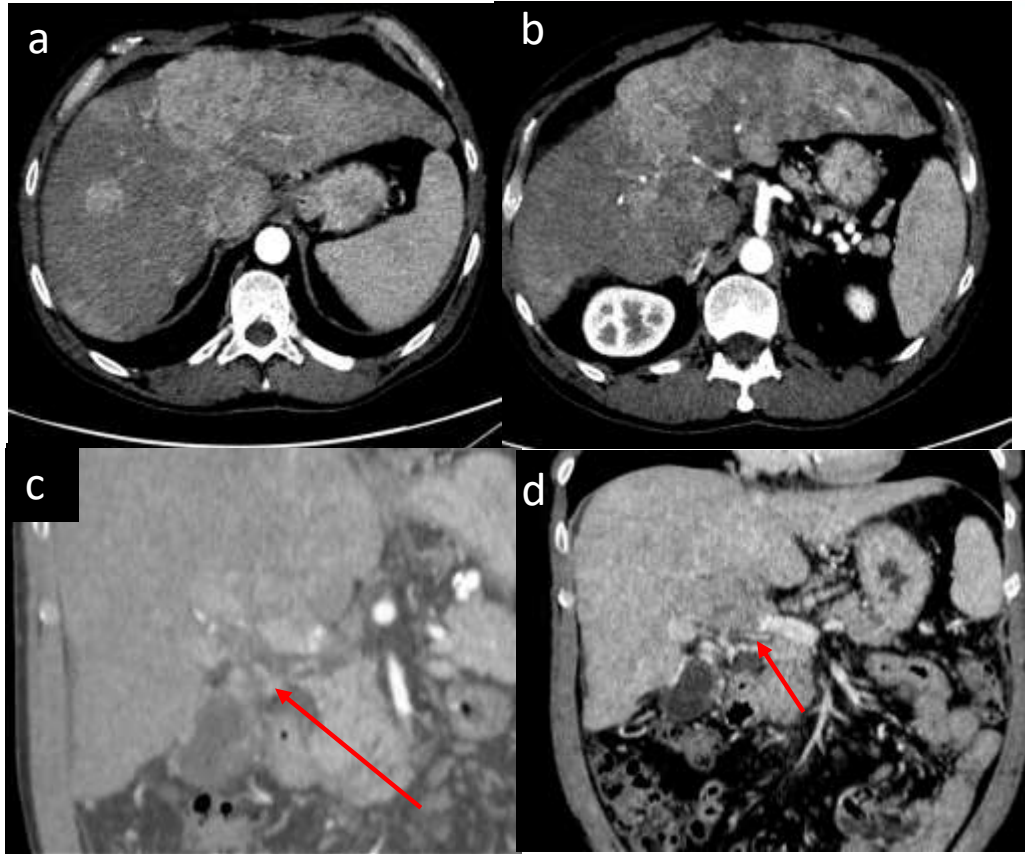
TC abdomino-pélvica con contraste en fases arterial (4a, b, c) y venosa (4d). Voluminoso hepatocarcinoma multifocal con trombosis portal (tumor in vein), que paralelamente al tumor tiene hiperrealce arterial y lavado portal (flechas en c y d).
